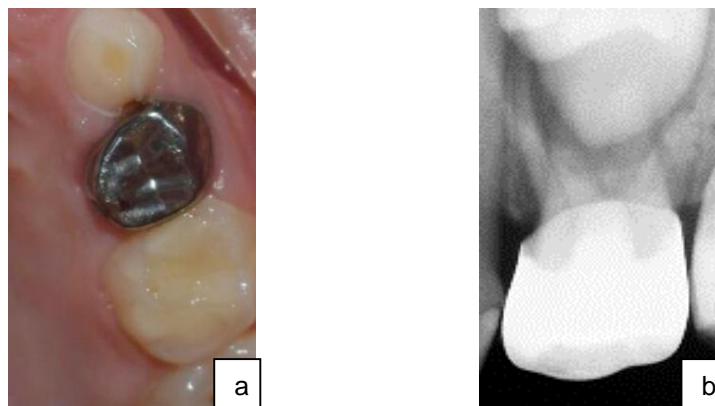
Seguimiento clínico y radiográfico a 4 meses de evolución. a) fotografía intraoral b) radiografía periapical.
